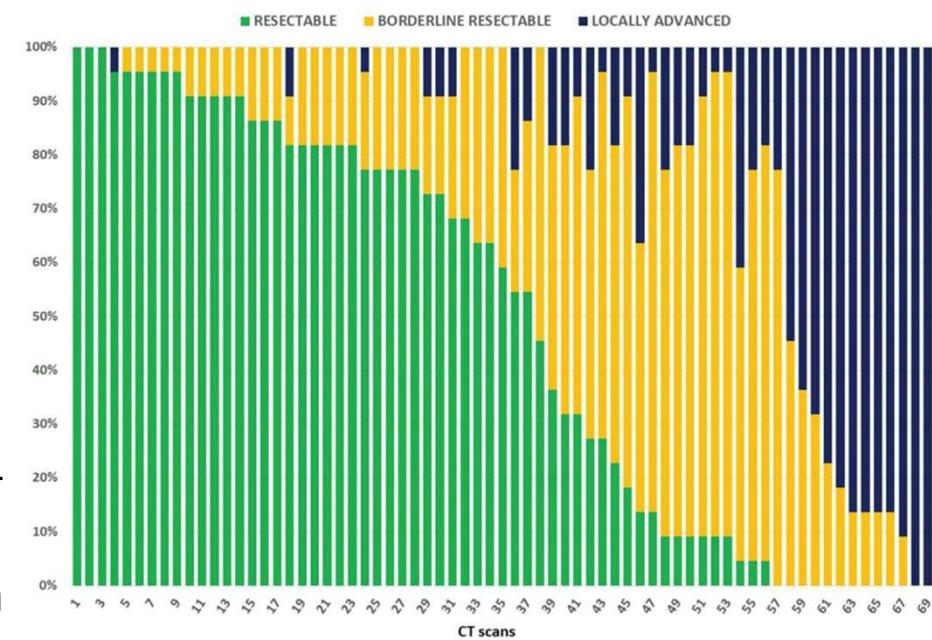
Agreement and disagreement among 22 reviewers about resectability status evaluation of 69 CT scans. On x-axis, CT scans are listed from higher to lower frequency of assignment to the resectable status. Frequency of assignment to different resectability status is shown on y-axis.
